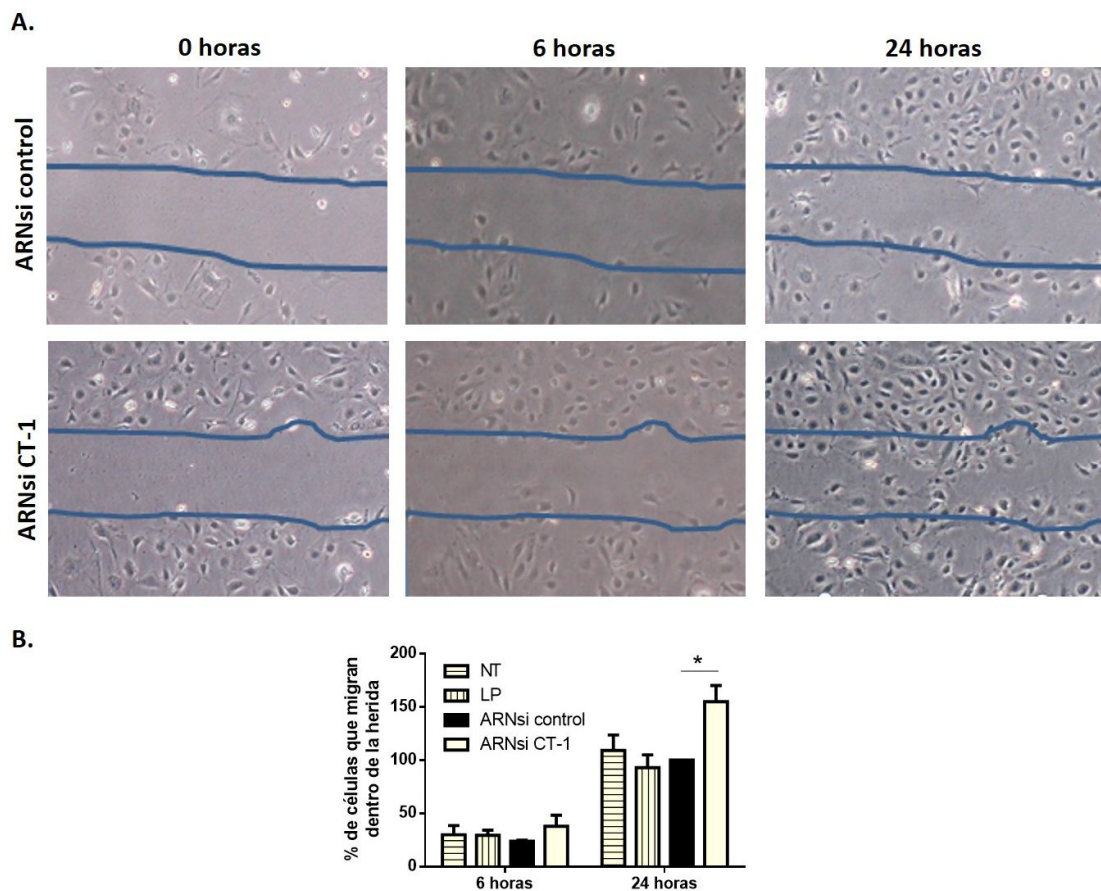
Análisis de la migración celular en el ensayo de cierre de herida. A. Imágenes representativas de las células ARNsi control y ARNsi CT-1 a las 0, 6 y 24 horas postransfección. B. Porcentaje del número de células que migran dentro de la herida en los podocitos maduros no transfectados (NT), sólo expuestos a lipofectamina (LP), transfectados con ARNsi control y transfectados con ARNsi contra CT-1 (ARNsi CT-1). Los datos representan la media \pm error estándar de la media de 5 experimentos. Test estadístico: ANOVA de una vía. * $p < 0,05$ con respecto al grupo indicado con la línea. Magnificación original: 50X. CT-1: cardiotrofina-1.
